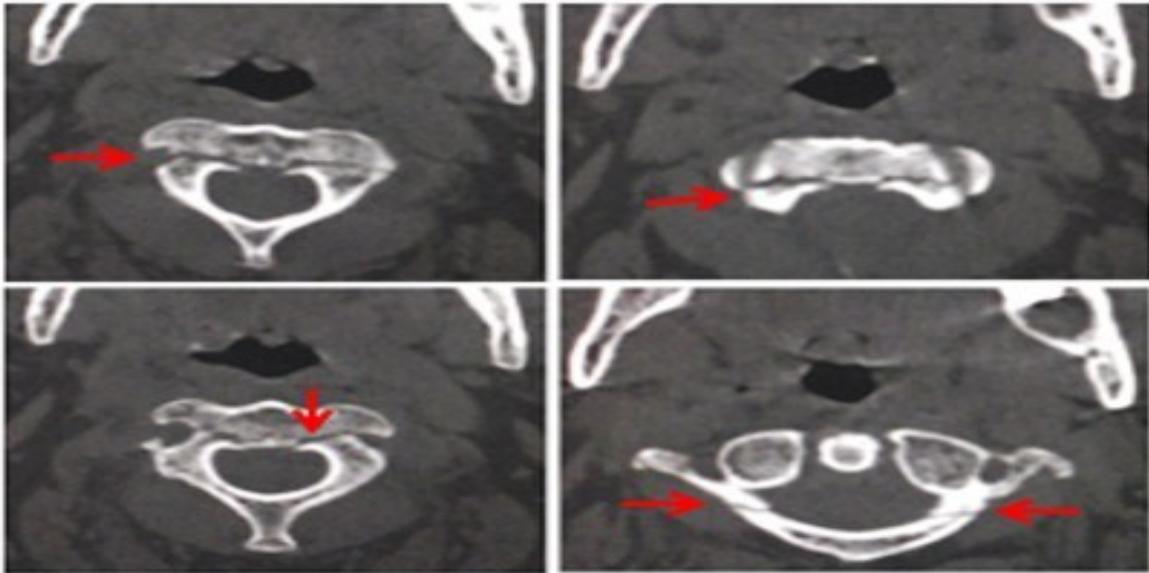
Imagen de TAC multicortes de columna cervical donde se observa la fractura transversal del arco posterior del atlas.
